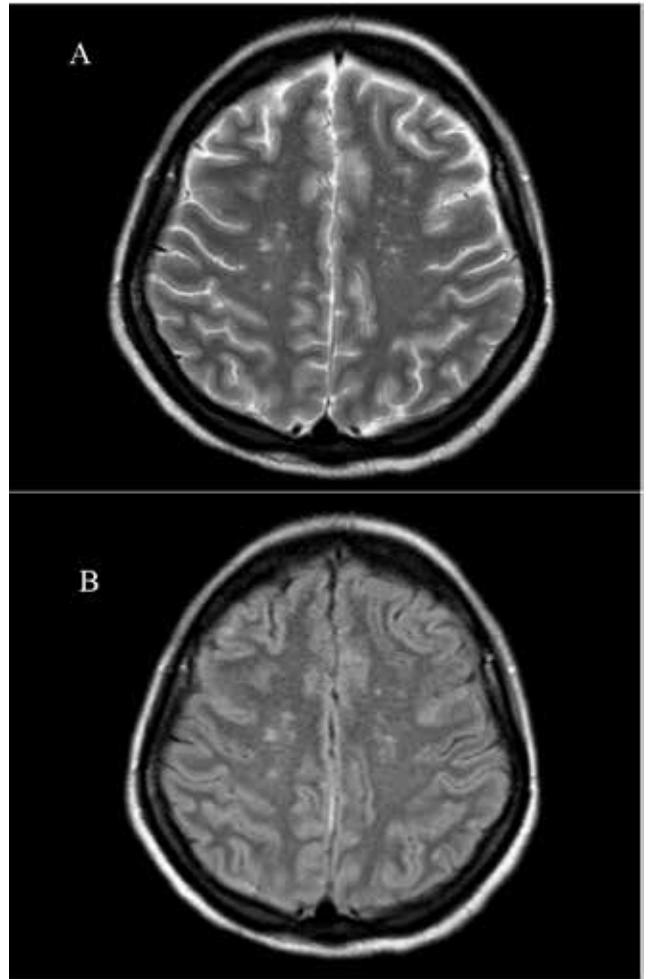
RM encéfalo T2 (A) y FLAIR (B) imágenes puntiformes hiperintensas en T2 y flair localizadas en sustancia blanca profunda en lóbulos parietales en forma bilateral.
